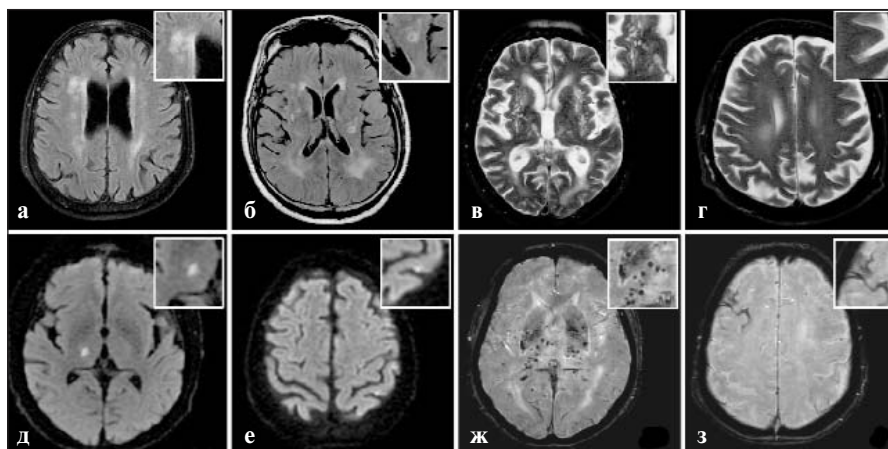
МРТ-маркеры ЦБМС. а — гиперинтенсивность белого вещества (FLAIR); б — лакуна (FLAIR); в — расширенные глубокие периваскулярные пространства (T2); г — кортикальная атрофия (T2); д — острый (недавний) лакунарный инфаркт (ДВИ); е — острый клинически явный церебральный микроинфаркт (ДВИ); ж — глубокие церебральные микрокровоизлияния (SWAN); з — фокальный корковый поверхностный сидероз (SWAN)
